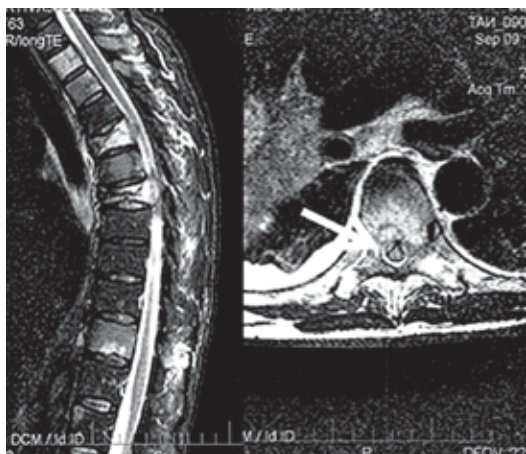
МРТ грудного отдела позвоночника в сагиттальной и аксиальной плоскостях (STIR и T2ВИ) больной 51 года с множественным метастатическим поражением грудного отдела позвоночника и метастатическим переломом тела Th7. В переднем эпидуральном пространстве определяется округлой формы очаг патологической интенсивности сигнала (стрелка) с наличием вертебро-медуллярного конфликта III степени
